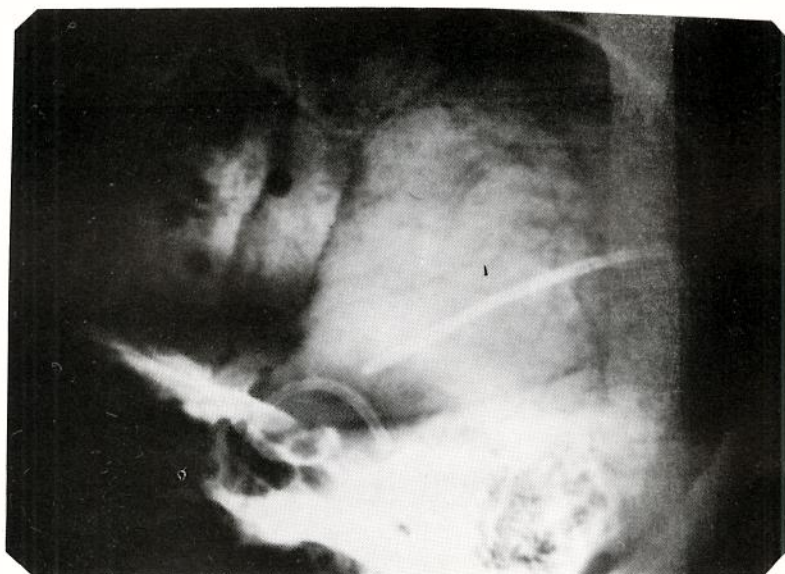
Caso nº 7 - Radiografia simples de crânio. Presença de derivação ventricular e plástica frontal com acrílico.
